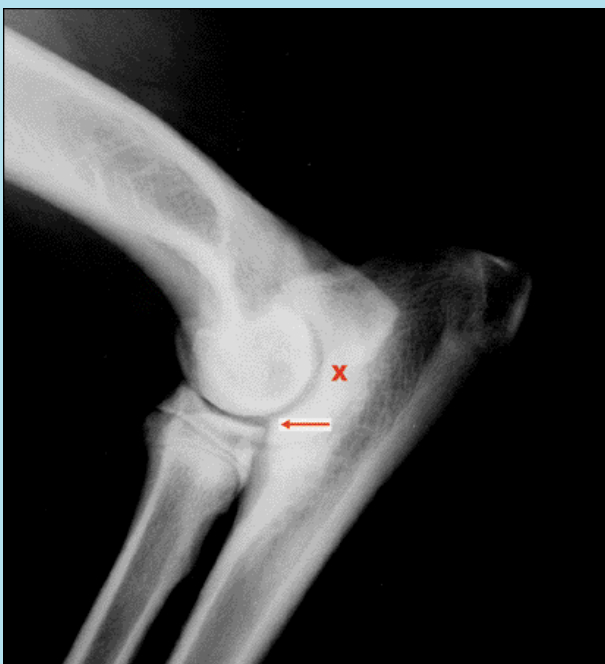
Quadro radiografico in proiezione medio - laterale di un gomito displasico in presenza di incongruenza omero - radio - ulnare (freccia). È ben evidente anche la sclerosi dell'incisura semilunare (X).
